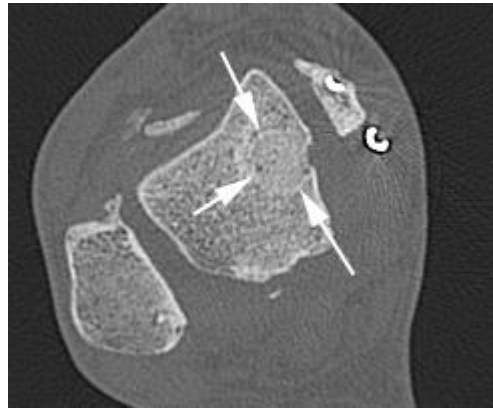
Пациентка Р., 38 лет. КТ правого голеностопного сустава через 16 месяцев после операции (аксиальная плоскость): стрелками показаны границы трансплантата.
